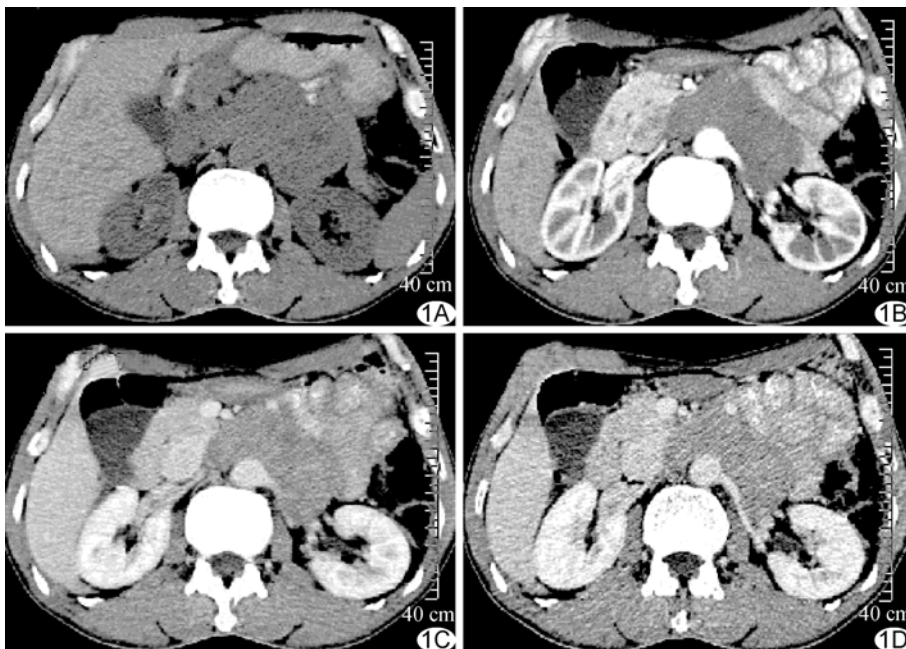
腹膜后平滑肌瘤 CT 图像 平扫图像显示腹膜后软组织肿块(A), 增强扫描动脉期(B)轻度强化, 包裹腹主动脉, 并累及左肾动脉, 门静脉期(C)及延迟期(D)肿瘤轻度渐进性强化
